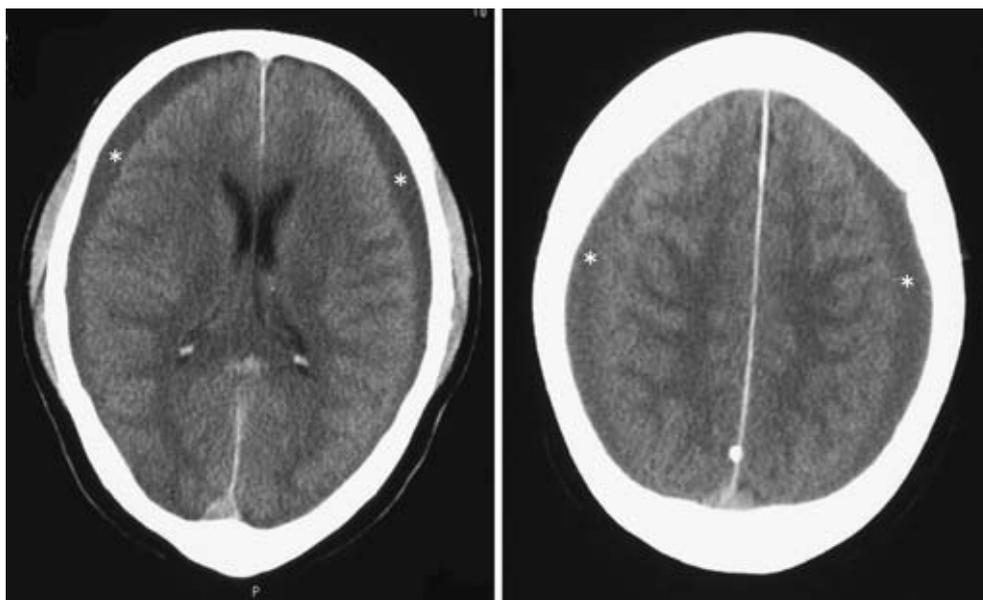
Brain CT (initial)
